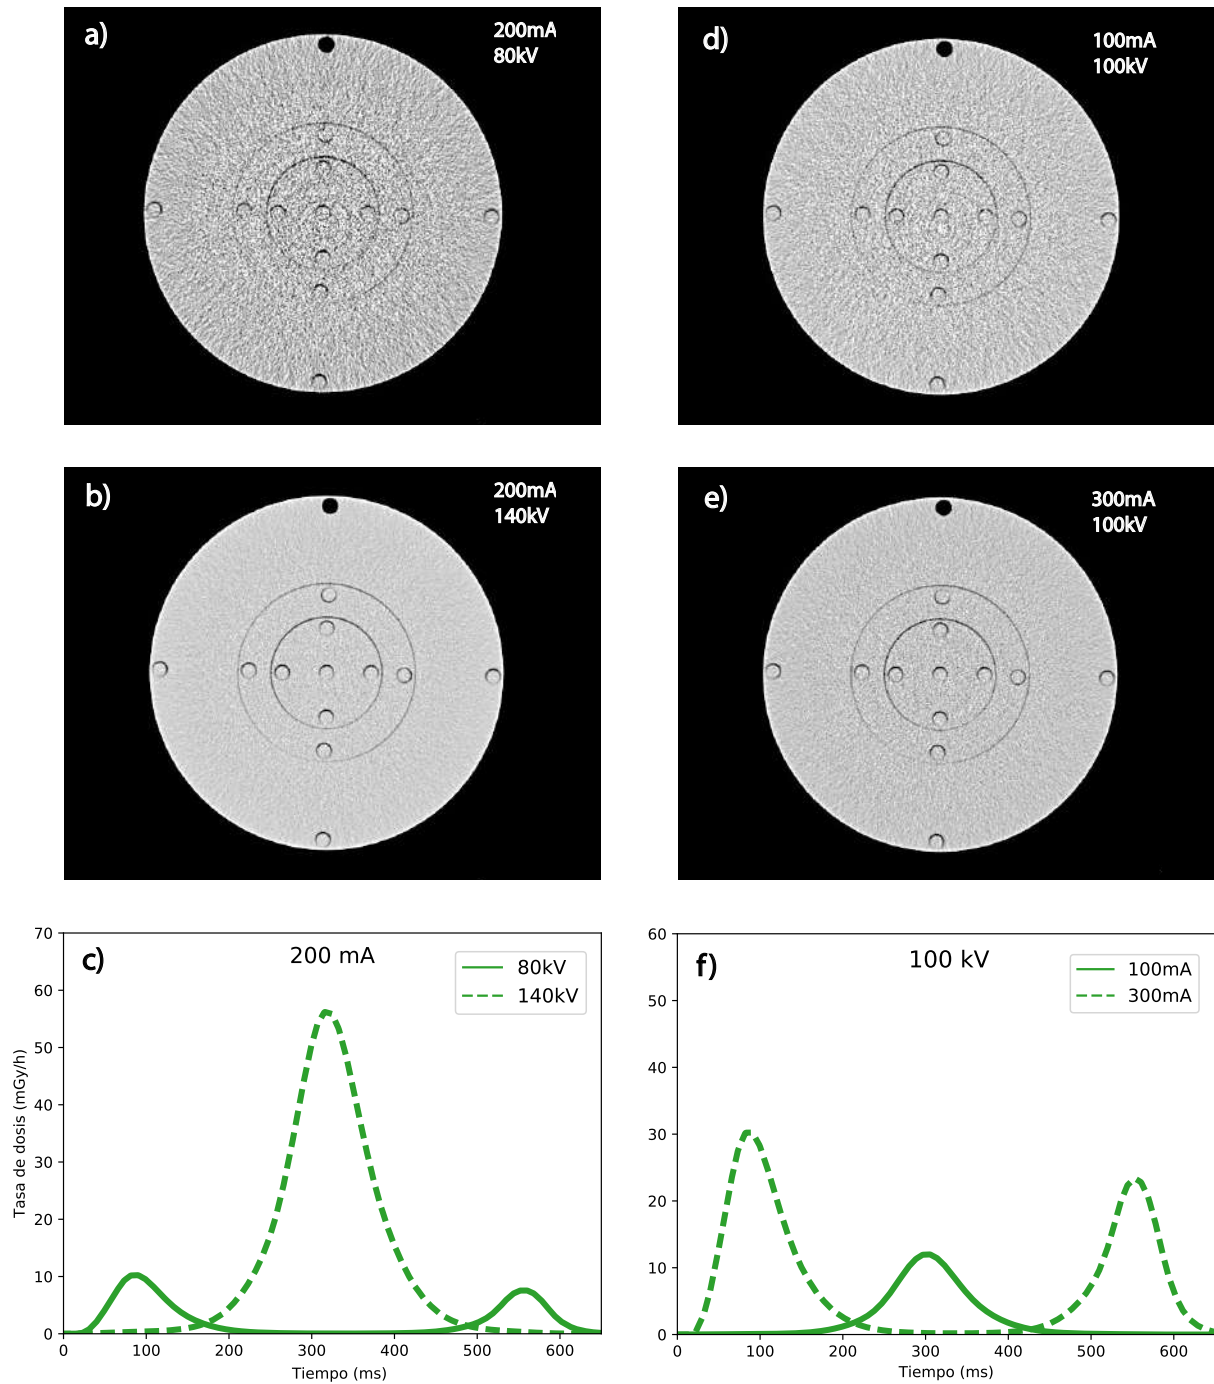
Reconstrucción del fantoma de dosimetría CT para diferentes voltajes y amperajes en el tomógrafo Siemens Biograph mCT. (a) 200mA y 80kV (b) 200mA y 140kV (c) tasa de dosis para 80 y 140kV (d) 100mA y 100kV (e) 300mA y 100kV (f) tasa de dosis para 100 y 300mA.
